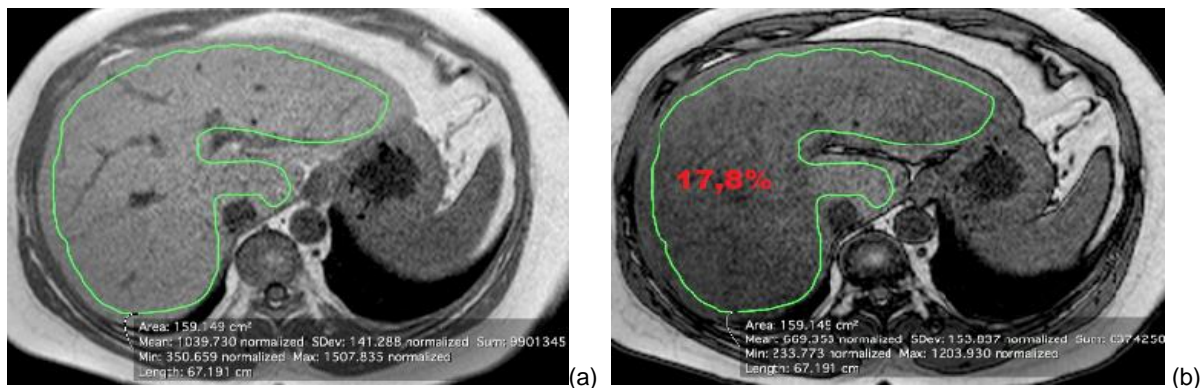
Estratêgia 2 do grupo 1. Imagens axiais em fase (a) e fora de fase (b) do fígado. A área em verde representa a área de interesse selecionada manualmente com os valores fornecidos pela RM abaixo. Em vermelho, o valor da fração de gordura calculado.
